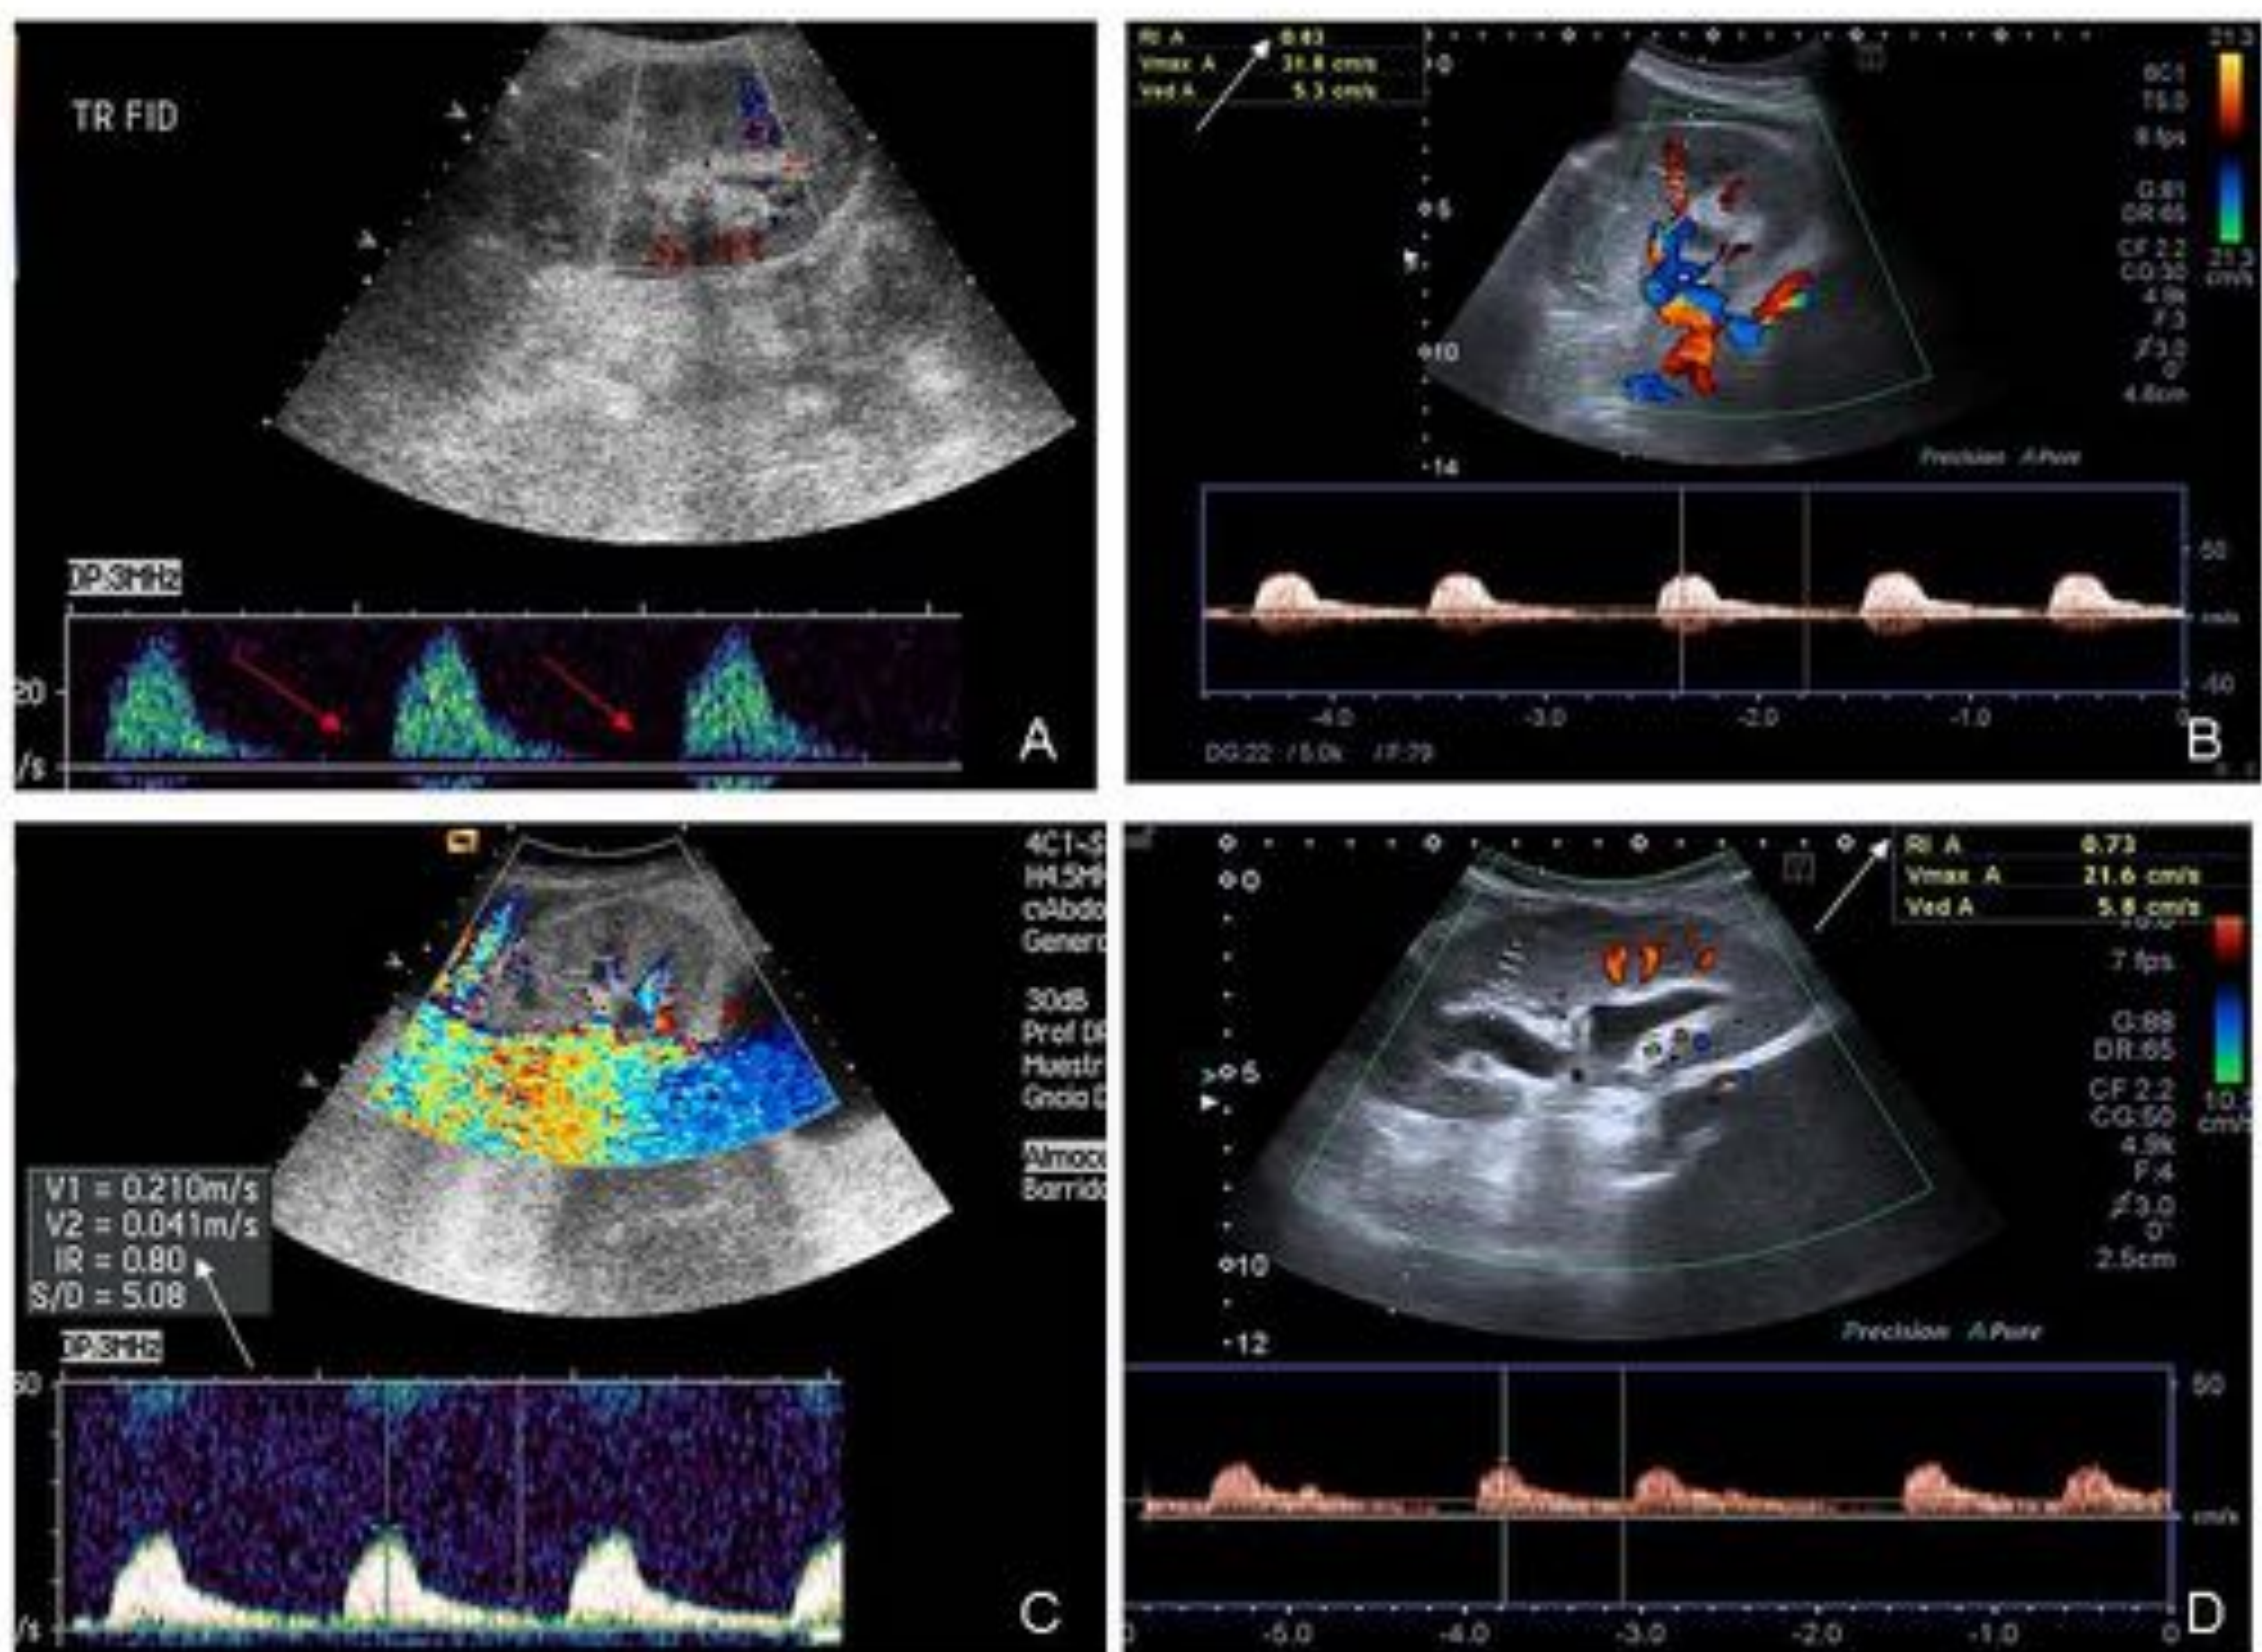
Evolución por Doppler pulsado de una Necrosis tubular aguda en el mismo paciente. En la imagen A se observa una pérdida del componente diastólico (flechas rojas). Las imágenes B y C muestran elevación de los índices de resistencia parenquimatosos (flechas blancas) si bien el componente diastólico se encuentra presente. A las dos semanas, los registros son normales (flecha blanca imagen D).
